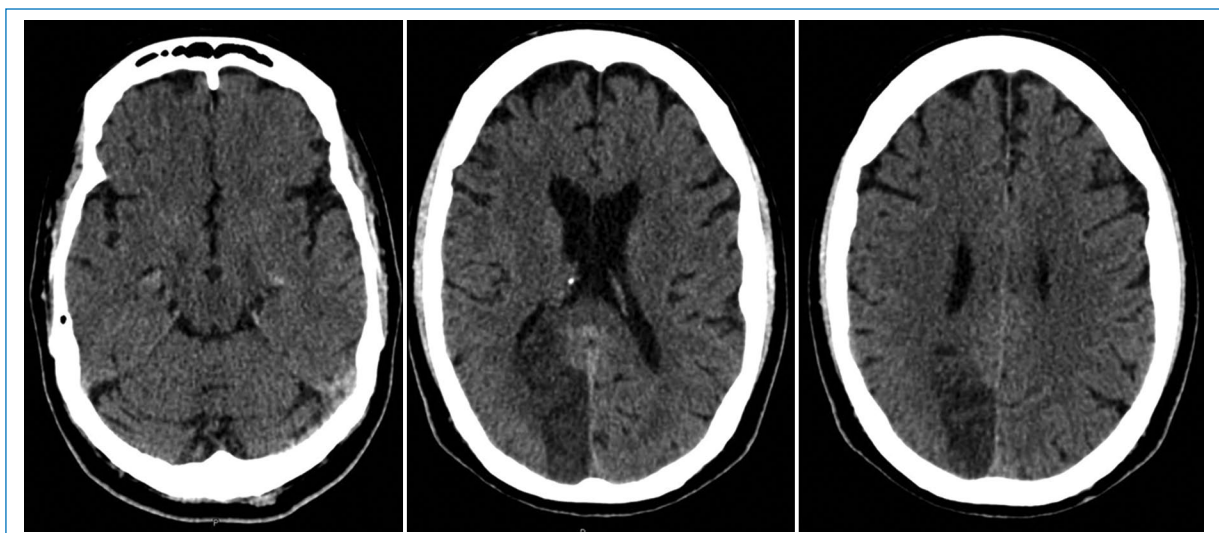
Non-contrast computed tomography showing a posterior cerebral artery infarct.
